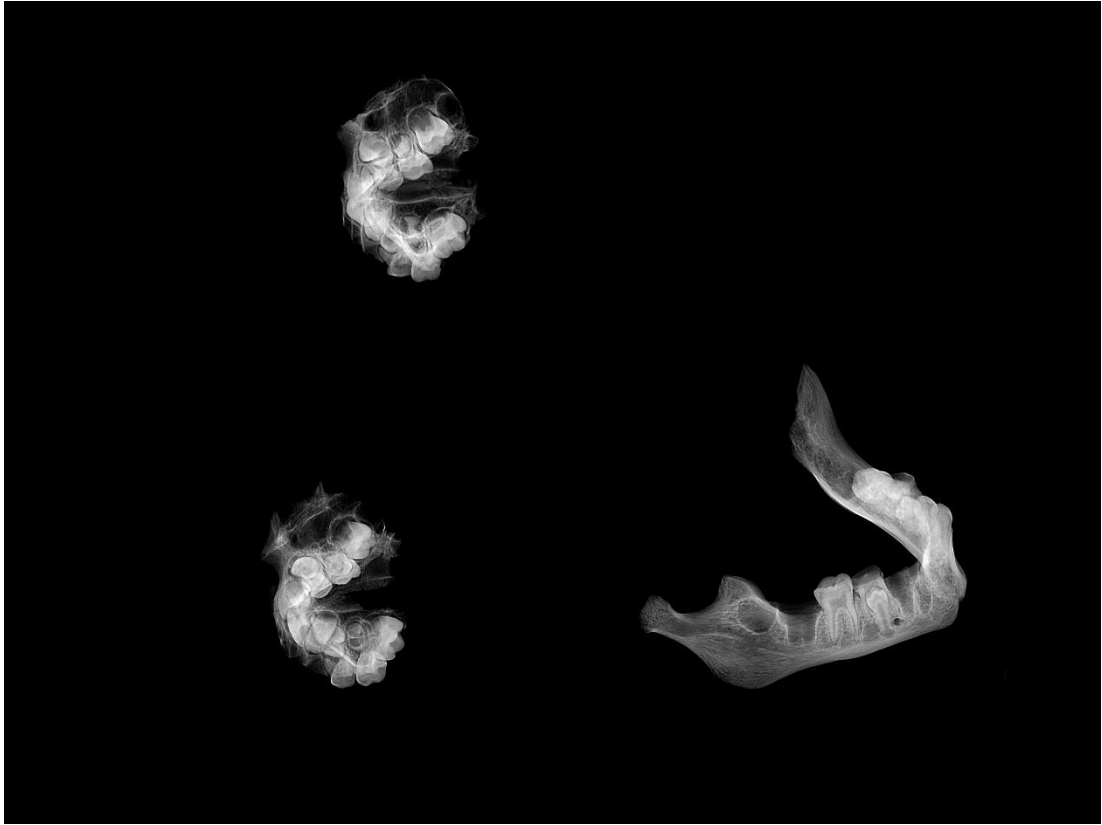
36. radiographie 2D (©Garin Cael, Royal Museum for Central Africa)
